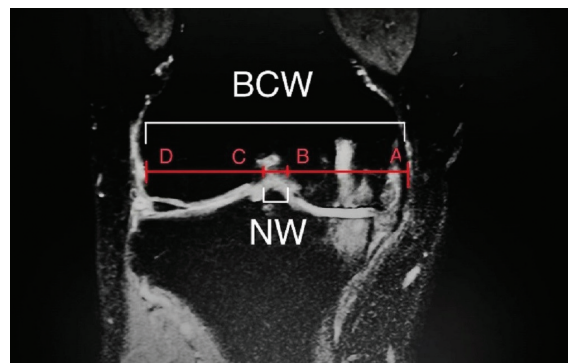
膝关节 MRI 冠状位测量髁间窝宽度(NW)及股骨髁宽度(BCW)
